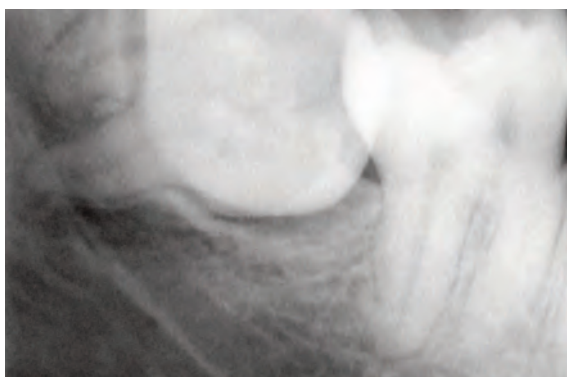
Radiografía periapical.
